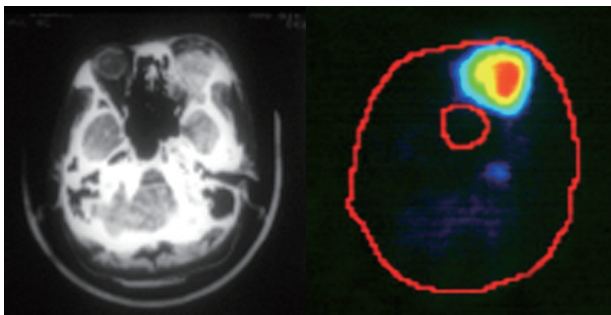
PET image of the orbital metastasis from HCC with  $^{18}\text{F}$ -FDGal
